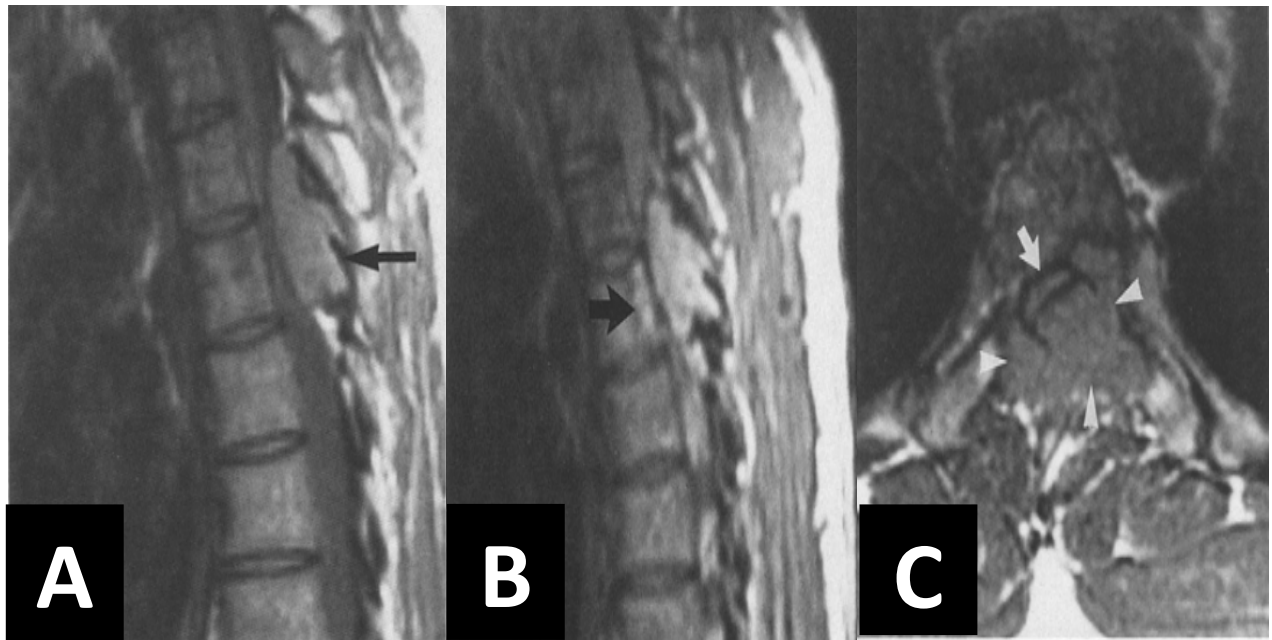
IRM médullaire en coupes sagittales séquence T1 (A) et séquence T2 (B) et en coupe axiale séquence T1 (C) qui montre une masse au niveau T5 (flèche) en position postérieure avec invasion de la partie postérieure du corps vertébral. La masse est isointense en T1 et hyperintense en T2. Elle comprime la moelle épinière et remplit le canal rachidien. [77]
